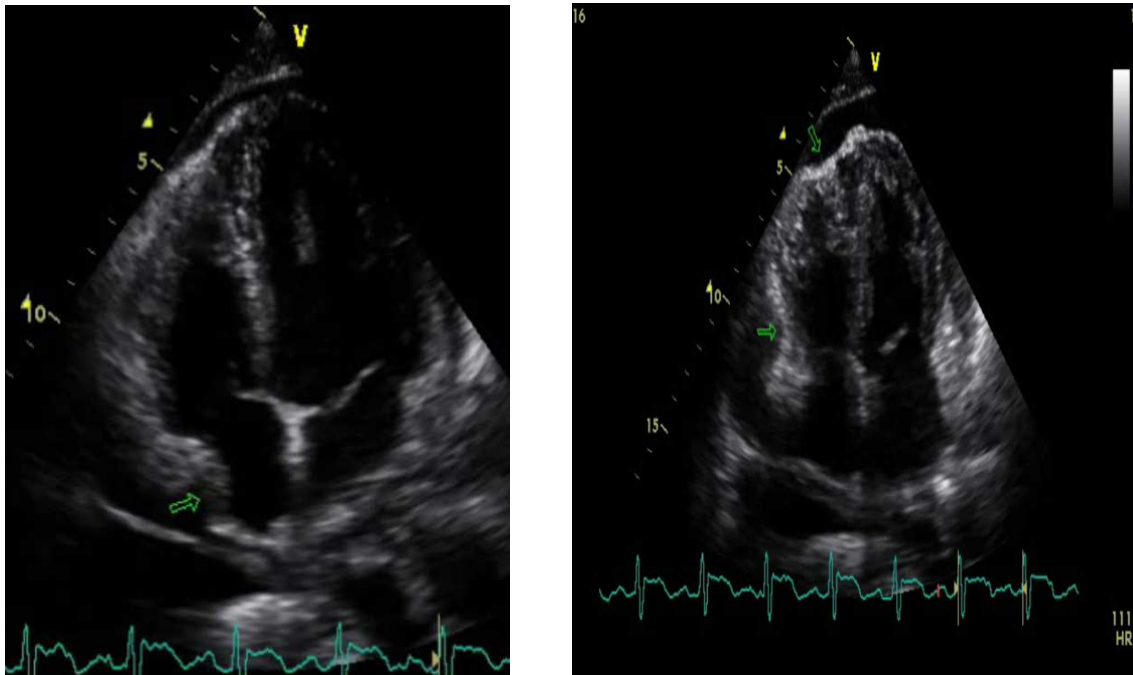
SIGNOS ECOCARDIOGRAFICOS DE TAPONAMIENTO CARDIACO: Corte apical de 4 cámaras en un paciente con taponamiento cardiaco. La imagen izquierda muestra el colapso de la aurícula derecha y la derecha el colapso del ventrículo derecho.
